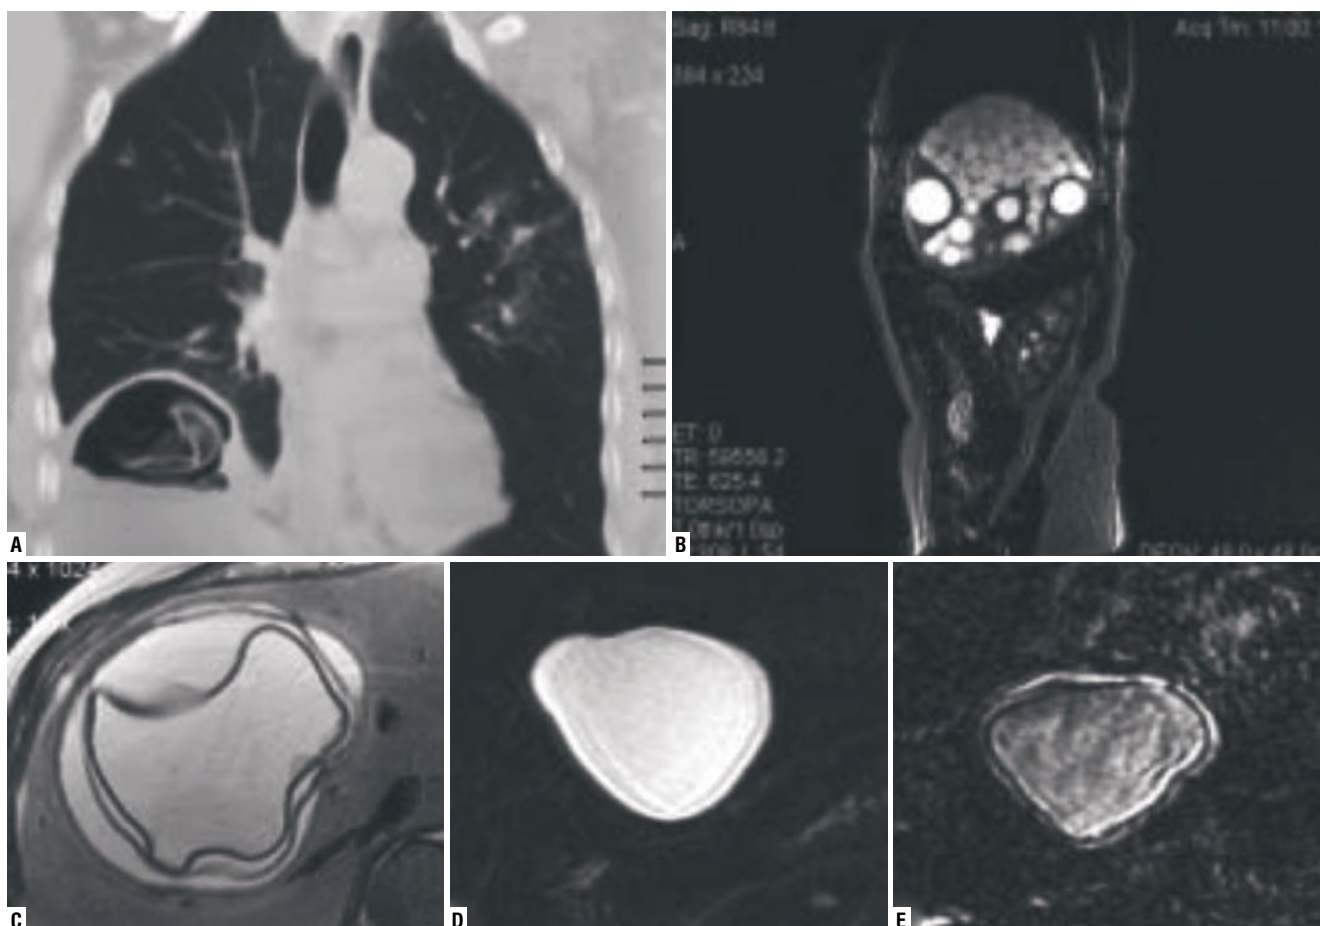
A — CT: echinococcal cyst of the right lung; several daughter cysts, as well as a partially exfoliated chitin membrane are determined in the lumen of the maternal cyst, and at its periphery; B — MRI: multiple parasitic liver cysts; C — MRI: a dead liver cyst; a wrinkled exfoliated chitinous membrane is determined in the lumen; D — liver MRI: T1 mode; E — T2-mode: the double contour of the cyst shell is clearly differentiated, indicating its parasitic nature.
